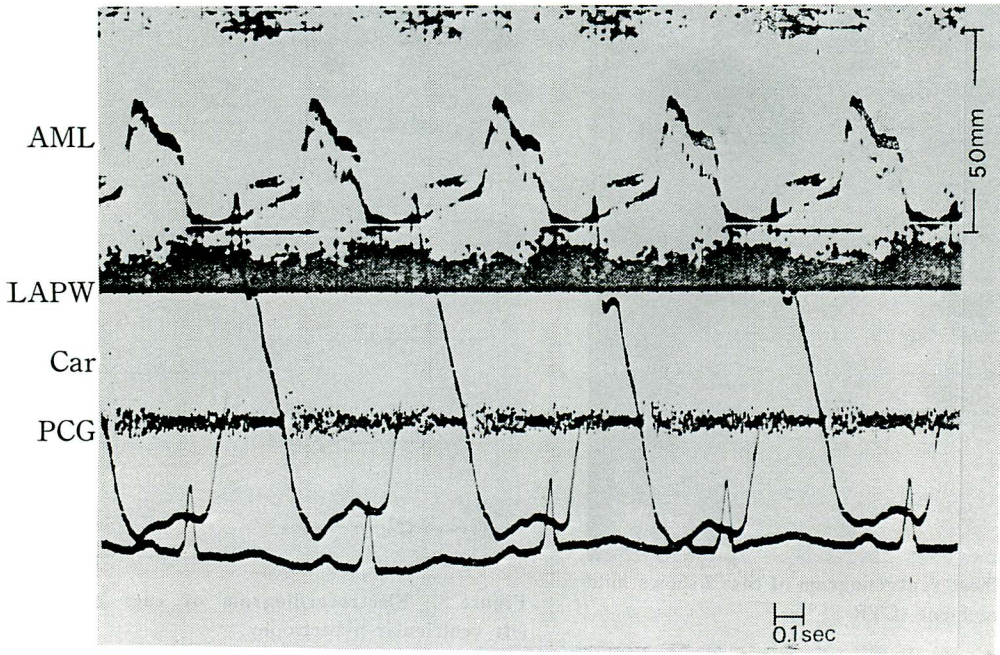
Echocardiogram of case 2
